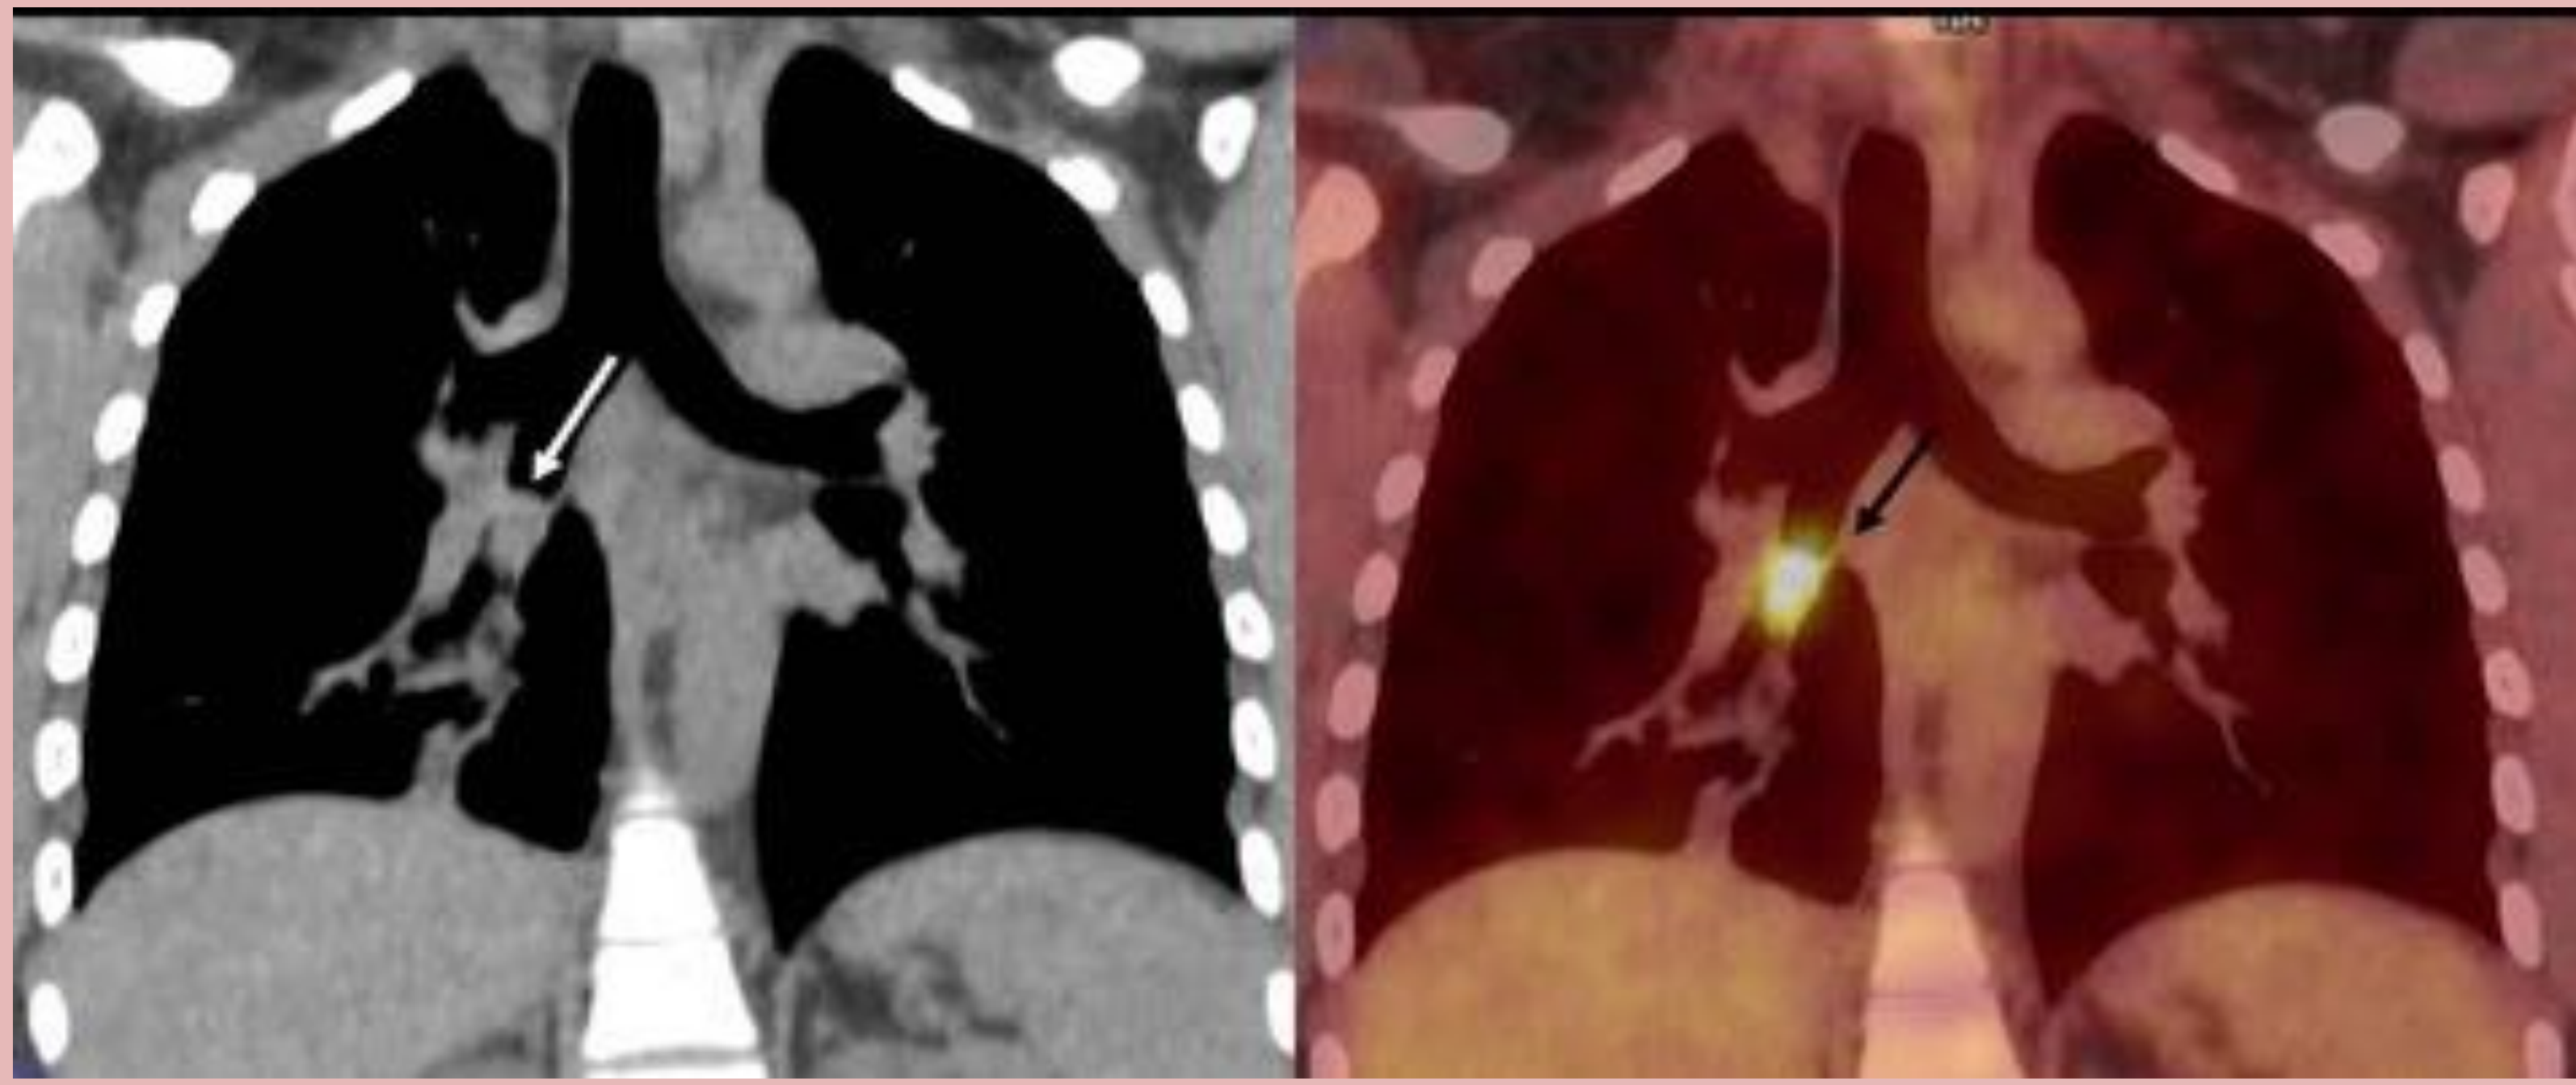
(a) nódulo bien definido en bronquio intermediario en corte coronal de TC. La imagen PET-TC (b) muestra la captación por el tumor (SUV 6.5). La AP fue de oncocitoma.
